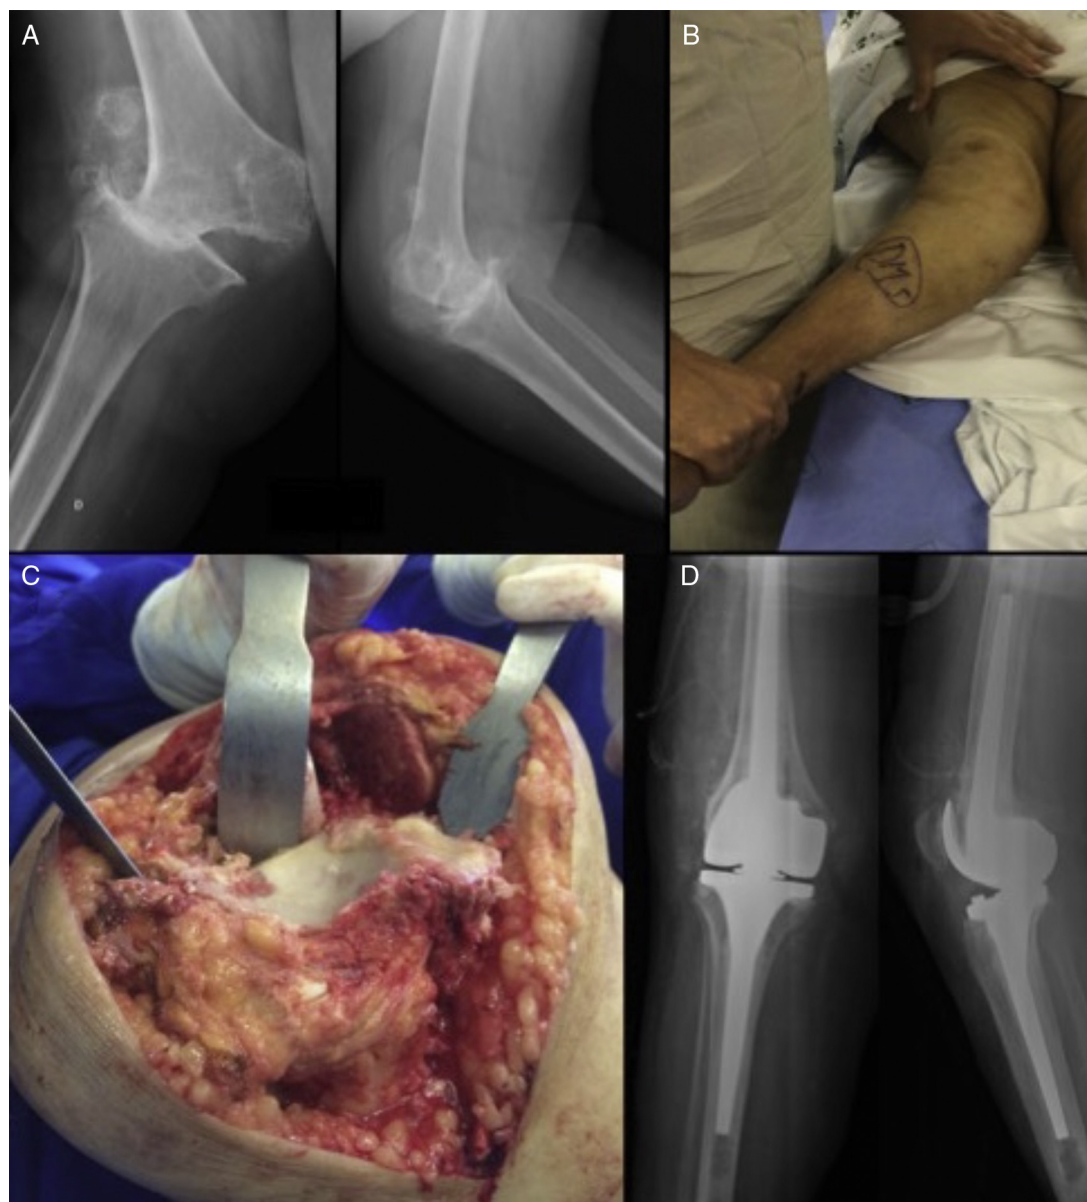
A, radiografia pré-operatória evidencia instabilidade grave, com insuficiência total do ligamento colateral medial, e falha femoral e tibial lateral importante; B, imagem clínica de instabilidade grave; C, imagem intraoperatória de falha tibial grave; D, radiografia pós-operatória.
